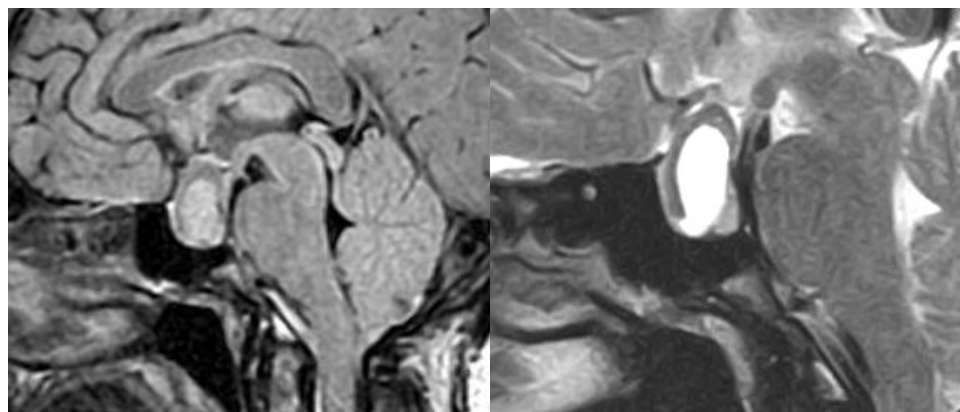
Спостереження №74. Хвора Г-за, 33 років (історія хвороби № 115763). МРТ T1 ЗЗ хворої з макроАГ гіпофіза (ізоінтенсивне до гіпофіза новоутворення).
